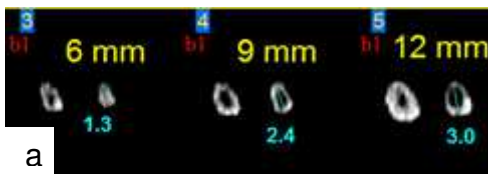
(a) - Tomografia do canal anatômico da amostra 10
